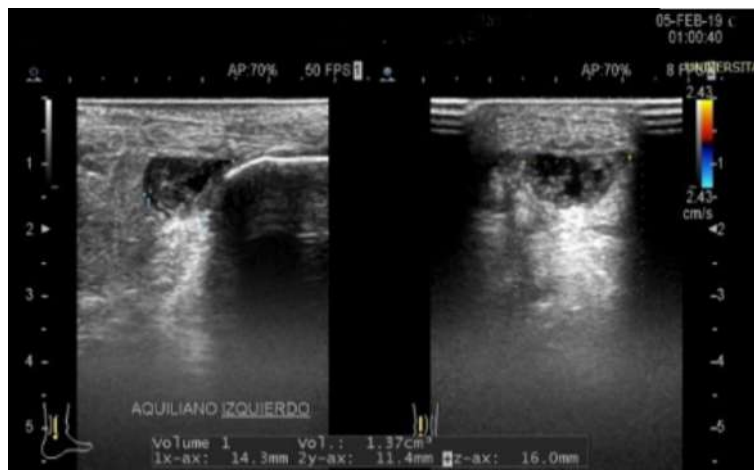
US modo B y Doppler color que muestra afección severa del tendón de Aquiles con calcificaciones y engrosamiento. Servicio de Imagen IAHULA.
